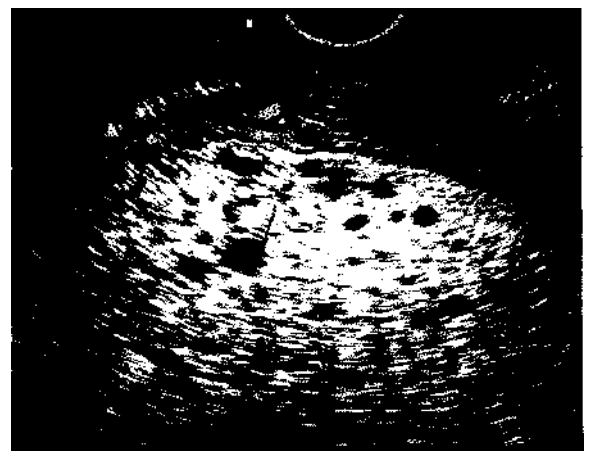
Sarcină molară, aspect clinic și ecografic
